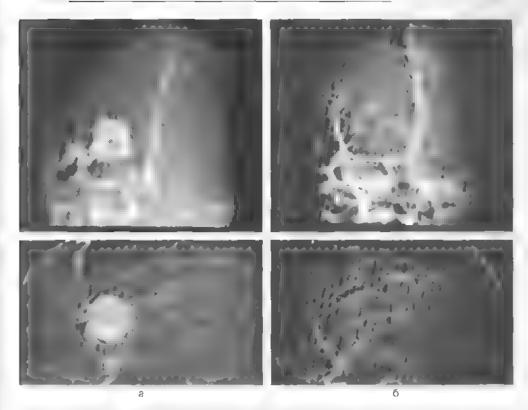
б. Ви матичания АВМ конвекситальных отделов трабон добной доли п. МРТ и Г. режиме, б. МРТ антиография, и « дишта и ная субтракционная питво рафия
